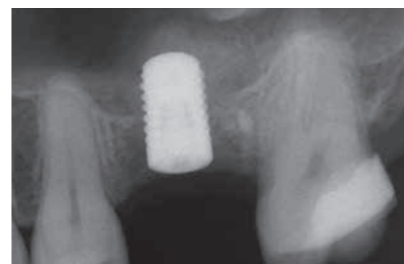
임플란트 즉시식립 후 촬영한 X-ray 사진. Geistlich Bio-Oss® Collagen 위로 임플란트와 상악동막의 모습을 볼 수 있습니다.
